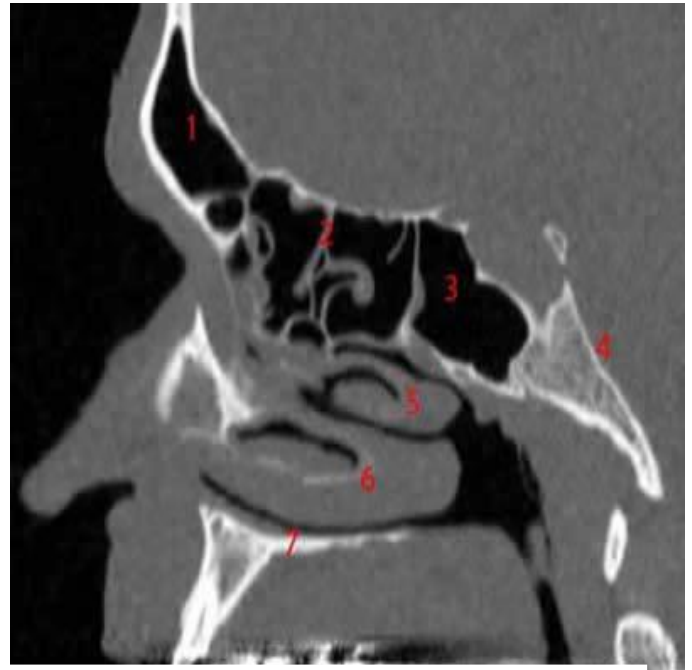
TDM en coupe sagittale passant par le sinus de la base du crâne [10] :
